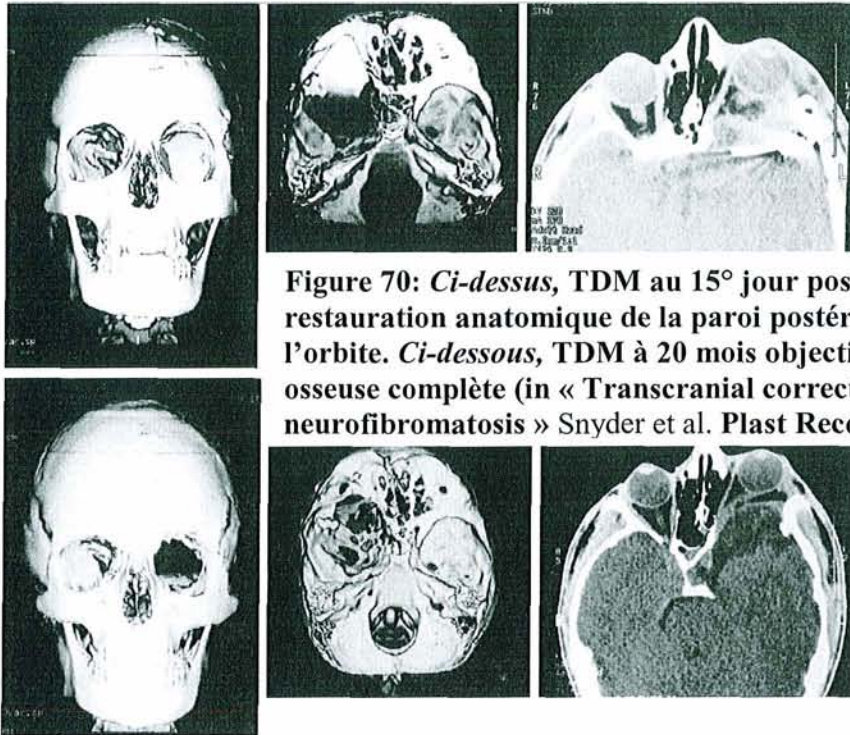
Ci-dessus, TDM au 15^e jour post-opératoire ; restauration anatomique de la paroi postéro-supérieure de l'orbite. Ci-dessous, TDM à 20 mois objectivant une résorption osseuse complète (in « Transcranial correction of orbital neurofibromatosis » Snyder et al. Plast Reconstr Surg 1998).
